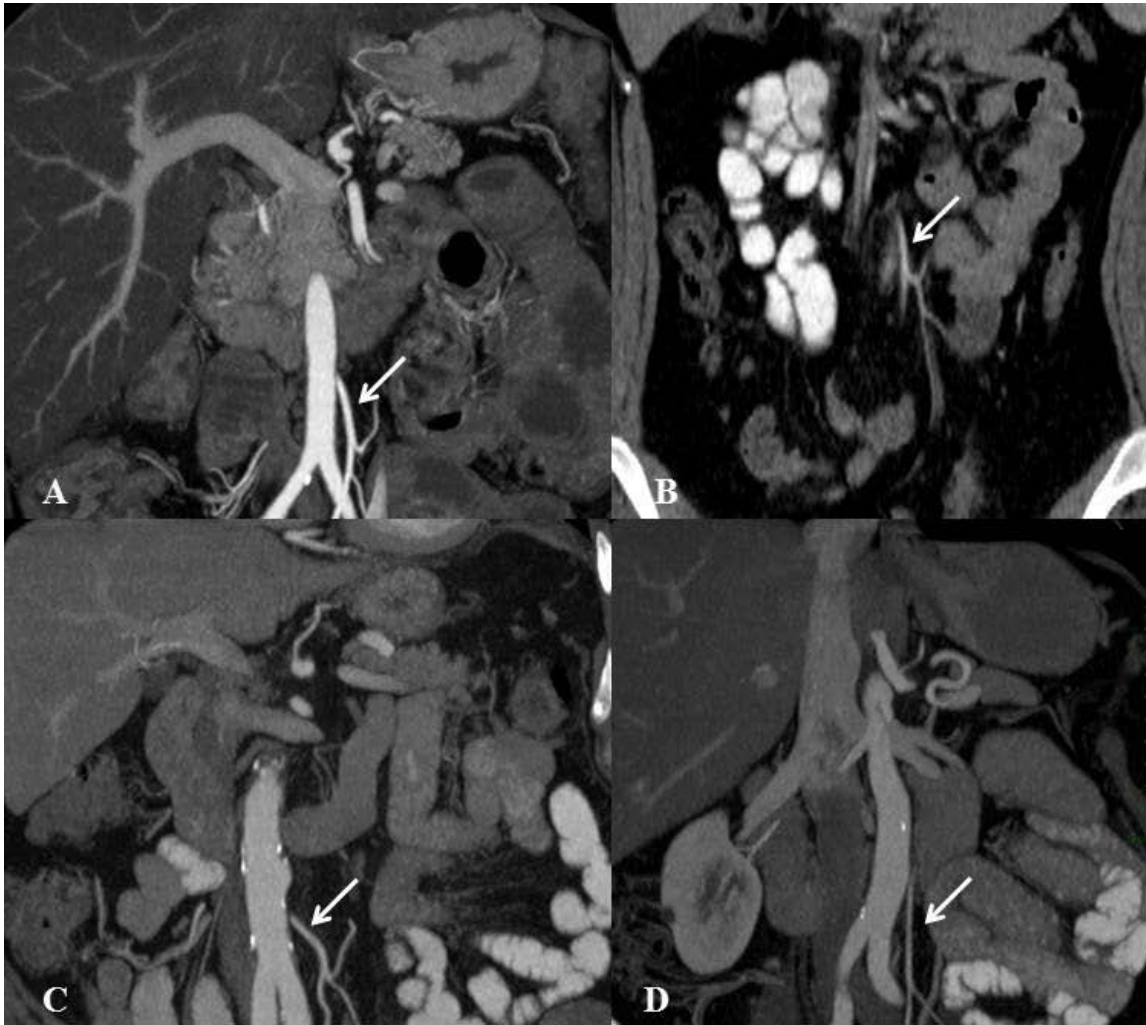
TC no plano coronal demonstrando os padrões de ramificação da AMI (setas): tipo I (A), tipo II (B), tipo III (C) e tipo IV (D). Fonte: arquivo da autora.
